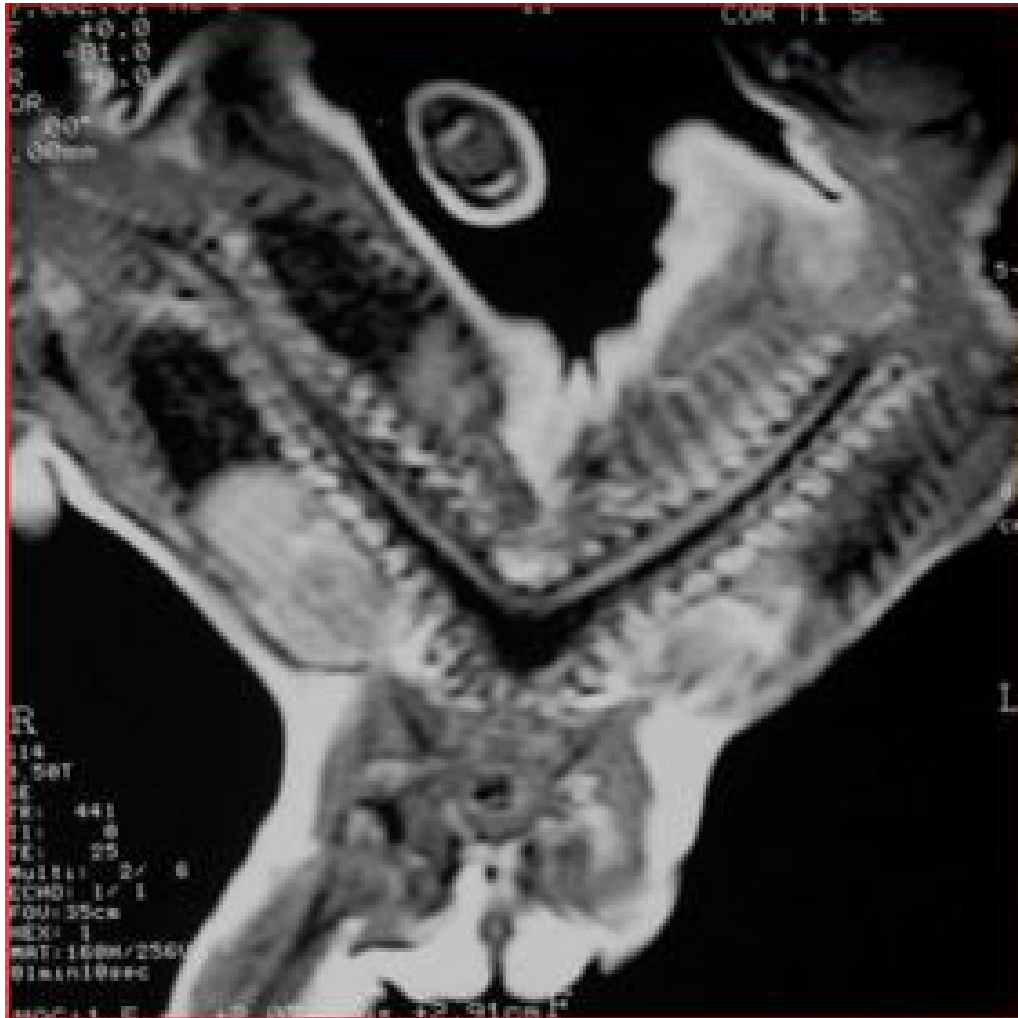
IRM chez parapages montrant rachischisis, moelle bas insérée et une fusion des vertèbres lombaires [103].
